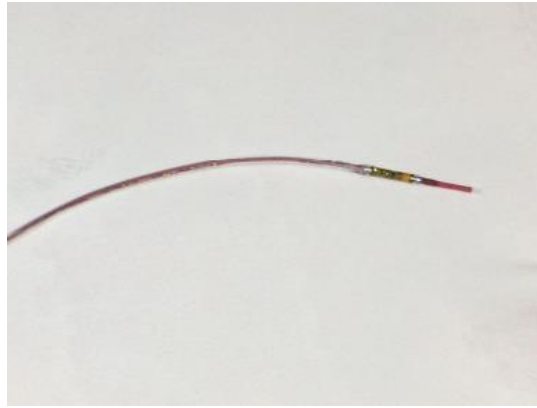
Датчик для ВСУЗИ
